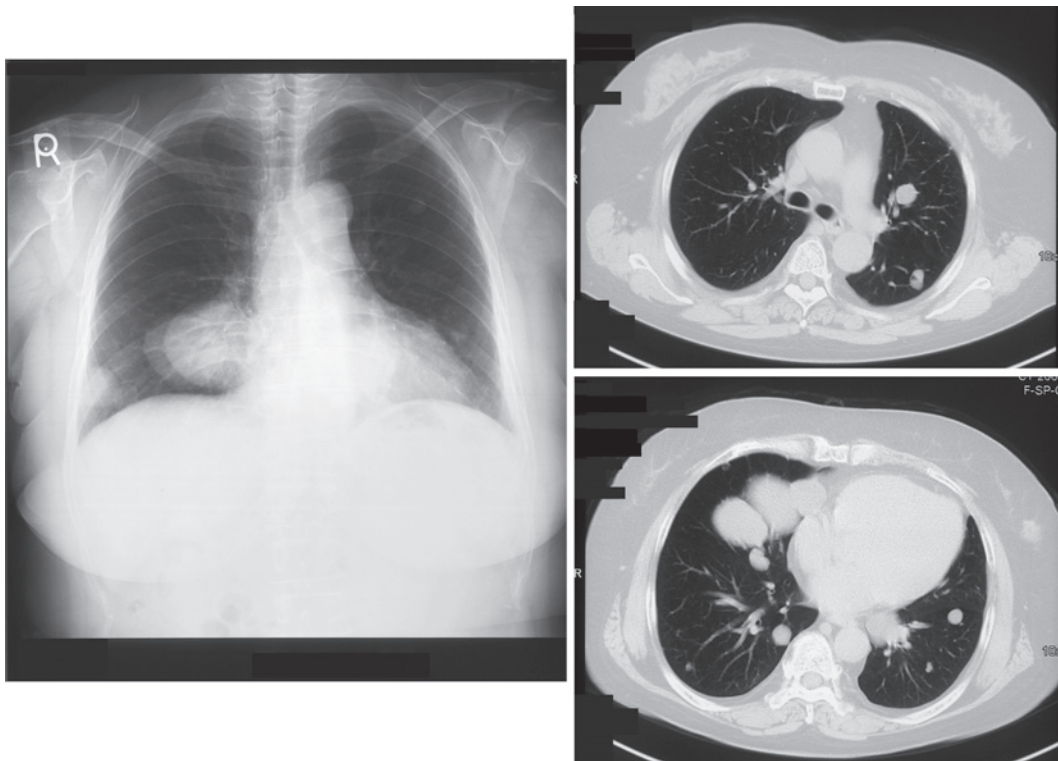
Chest X-ray film and CT scan obtained in June 2010, 13 years and 7 months after initiation of progesterone treatment. Multiple tumors can be seen, with large masses in the right lower lung field.
